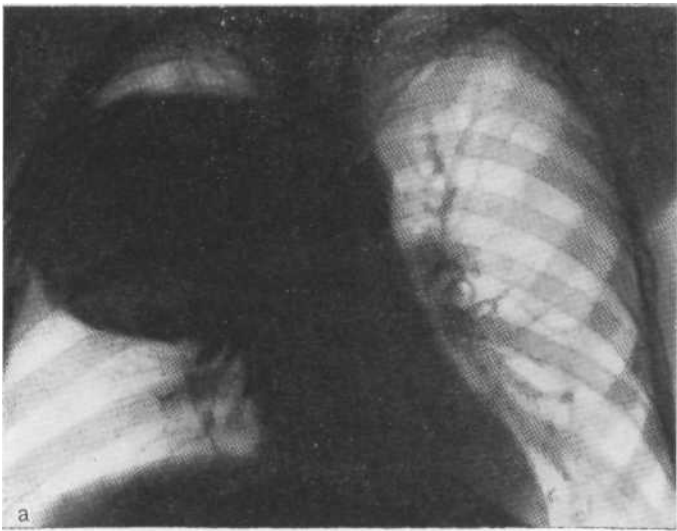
Томограммы в прямой (а) и боковой (б) проекциях. Гиганте гангренозный абсцесс с полостью распада. Наружные контуры отностите; четкие и гладкие, в частности нижний.
